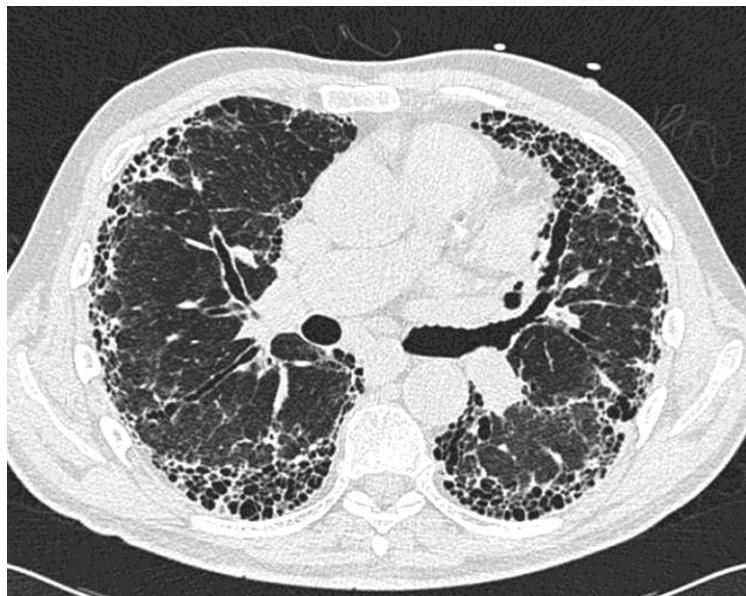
Рентгенологические признаки идиопатического фиброзирующего альвеолита: диффузный интерстициальный фиброз легких, сотовое легкое
